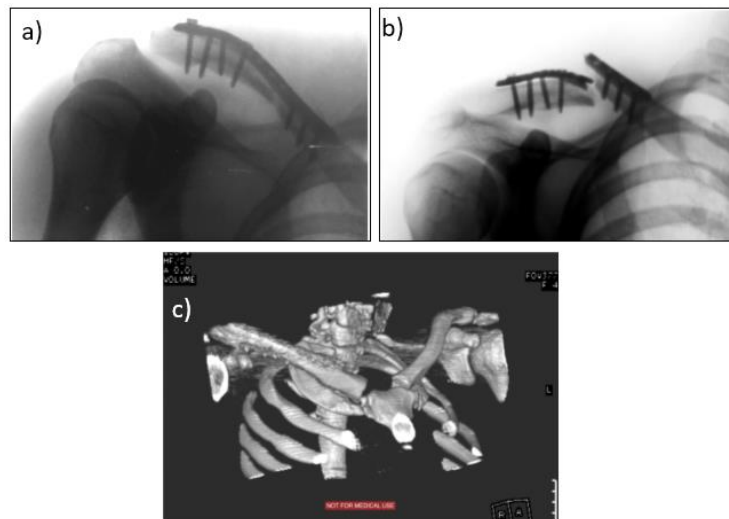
Imagini de radiații X a probei PS1 a) înainte de rupere (implantarea inițială), b) după rupere, c) Imagine CT cu reconstrucție 3D pr-intervenția de revizie (parte a protocolului operator)
